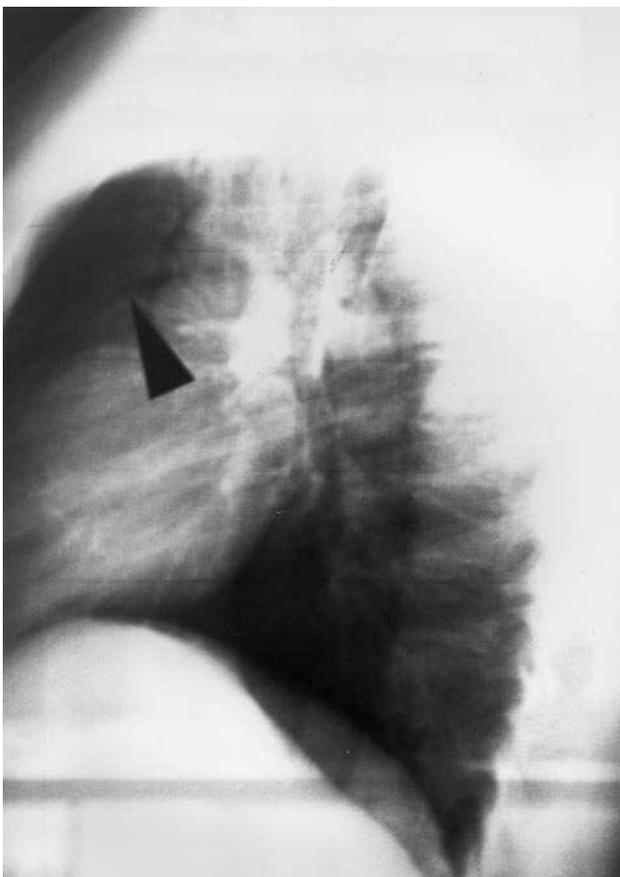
Radiografía simple de tórax lateral en la que se evidencia la presencia de aire bordeando la silueta cardíaca en su cara anterior y los grandes vasos.
